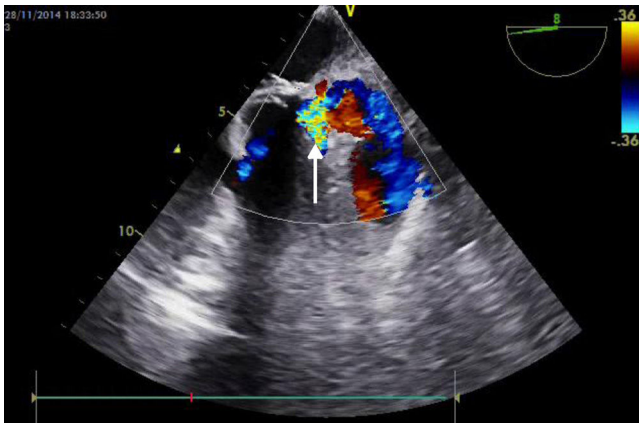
Ecocardiograma transesofágico, proyección esófago medio, evidencia disrupción a nivel de unión auriculoventricular.
